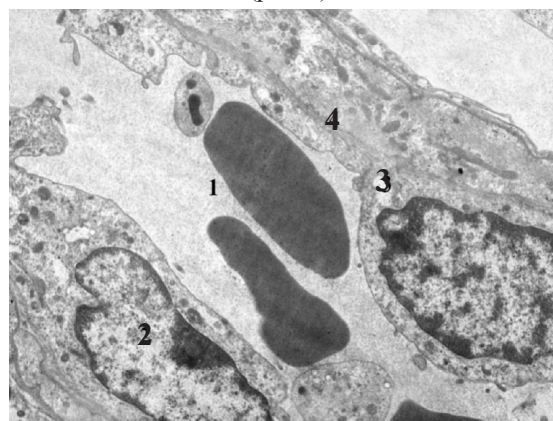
Субмикроскопическое состояние кровеносного гемокапилляра семенника животного спустя 7 дней после экспериментальной реперфузии семенного канатика с применением коррекции. Ув. $\times 12000$: 1 - просвет капилляра с эритроцитами; 2 - ядро; 3 - цитоплазма эндотелиоцита; 4 - базальная мембрана
